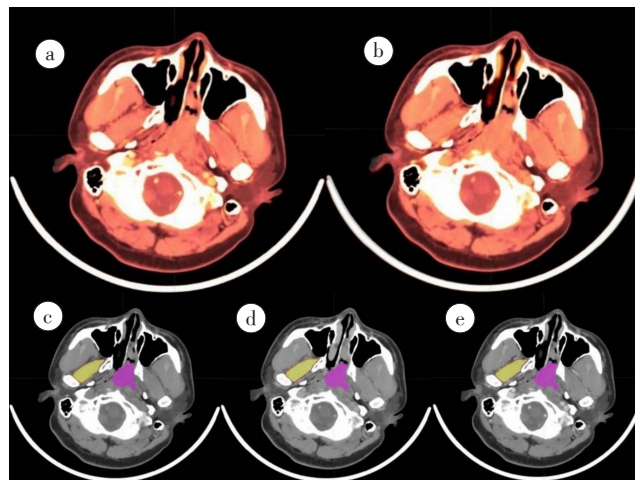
鼻咽癌三期CT图像配准效果及感兴趣区勾画结果
